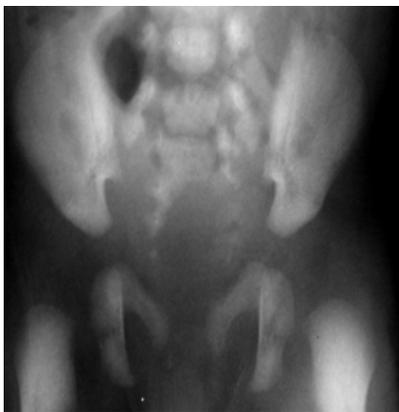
Radiografía que muestra sacro hendido.
